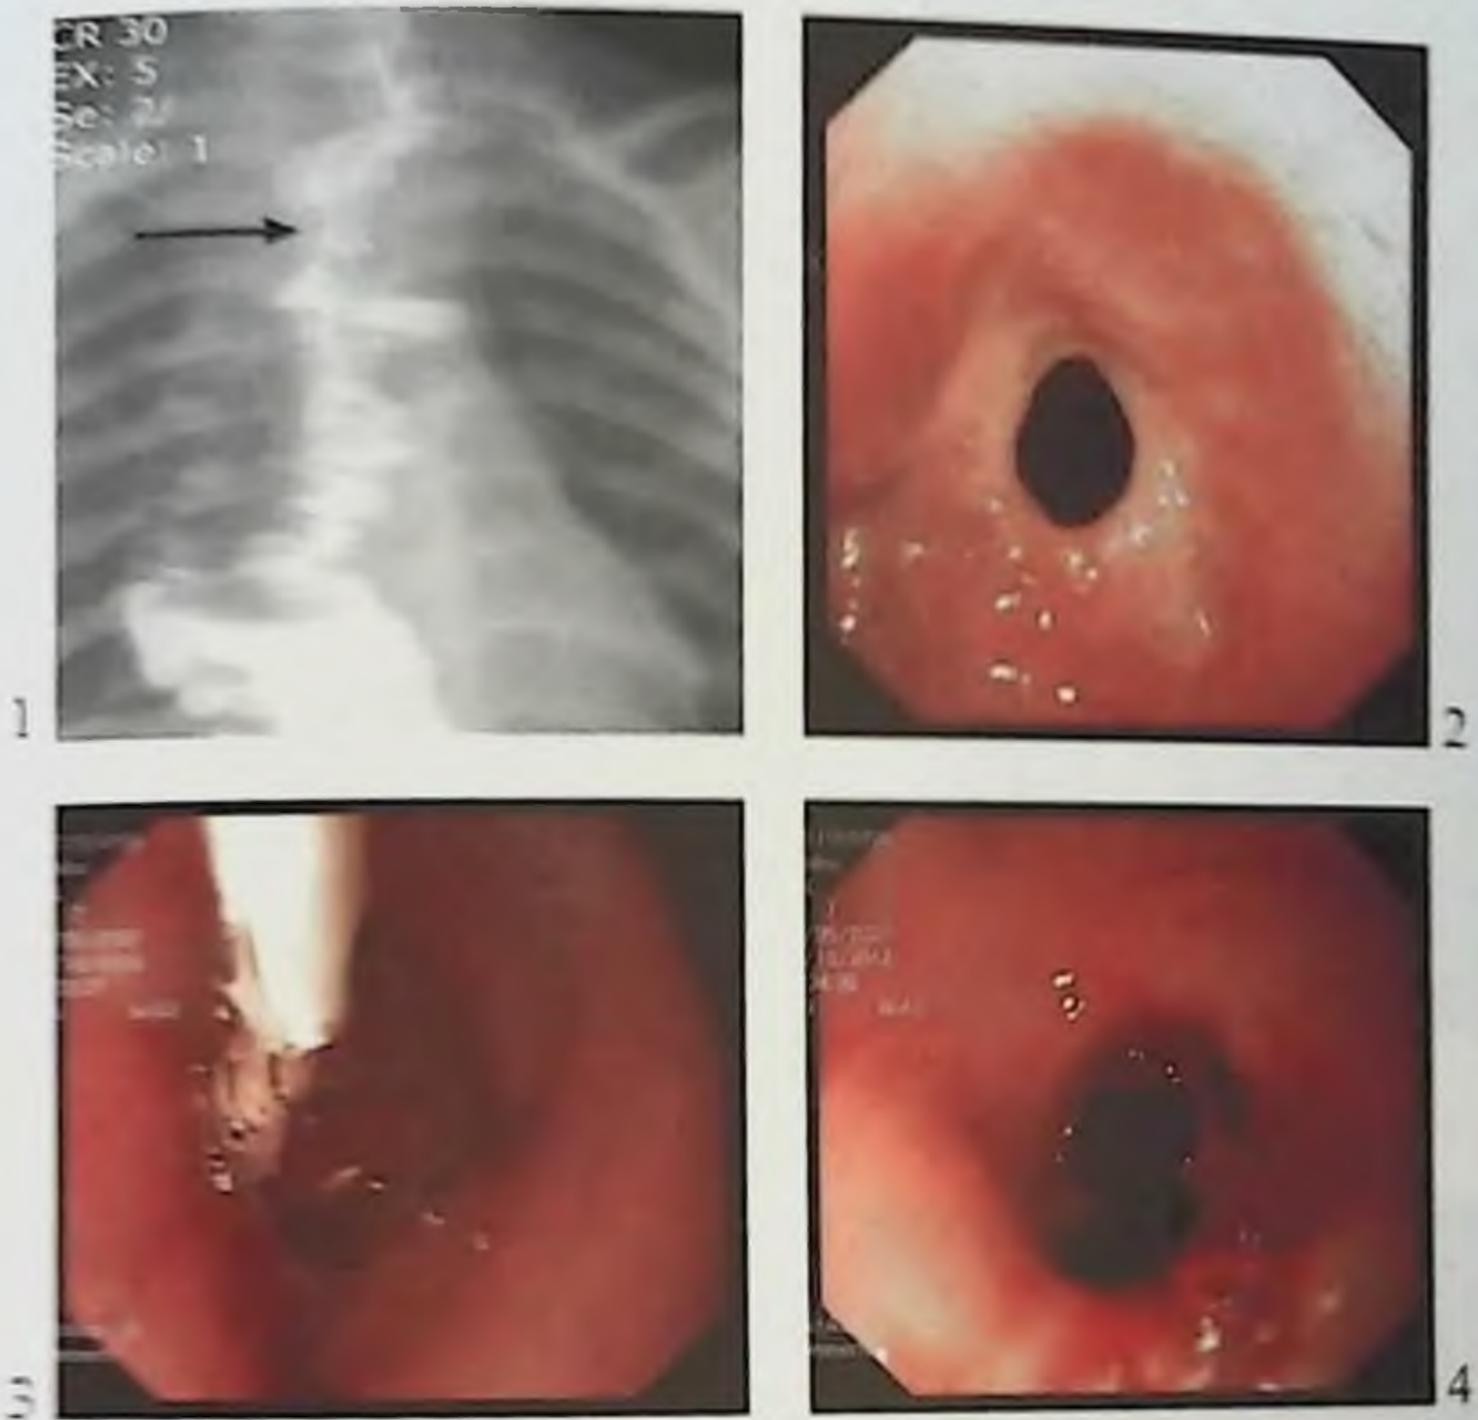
1 - Рентгенограмма контрастированного искусственного пищевода; стрелкой указано место рубцового сужения шейного пищевода-толстокишечного анастомоза. 2 - Эндоскопическая картина рубцового сужения шейного соустья. 3 - Эндоскопическая картина баллонной дилатации рубцово суженного анастомоза. 4 - Эндоскопическая картина расширенного соустья после дилатации просвета анастомоза.
